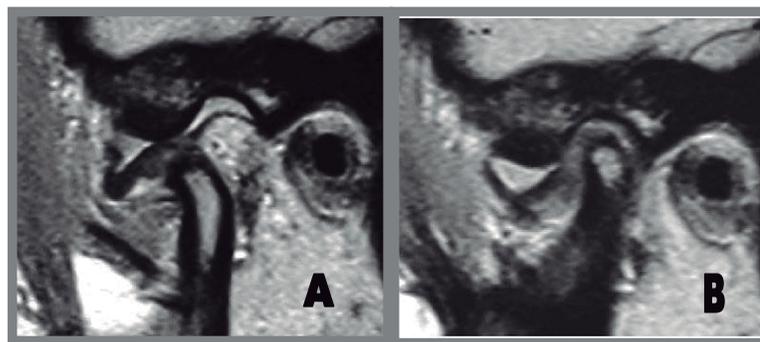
RM Corte sagital. Desplazamiento discal sin reducción. A) Apertura máxima, se observa el disco desplazado de la superficie articular del cóndilo. B) Boca cerrada, el disco articular continúa desplazado de la superficie articular del cóndilo.
